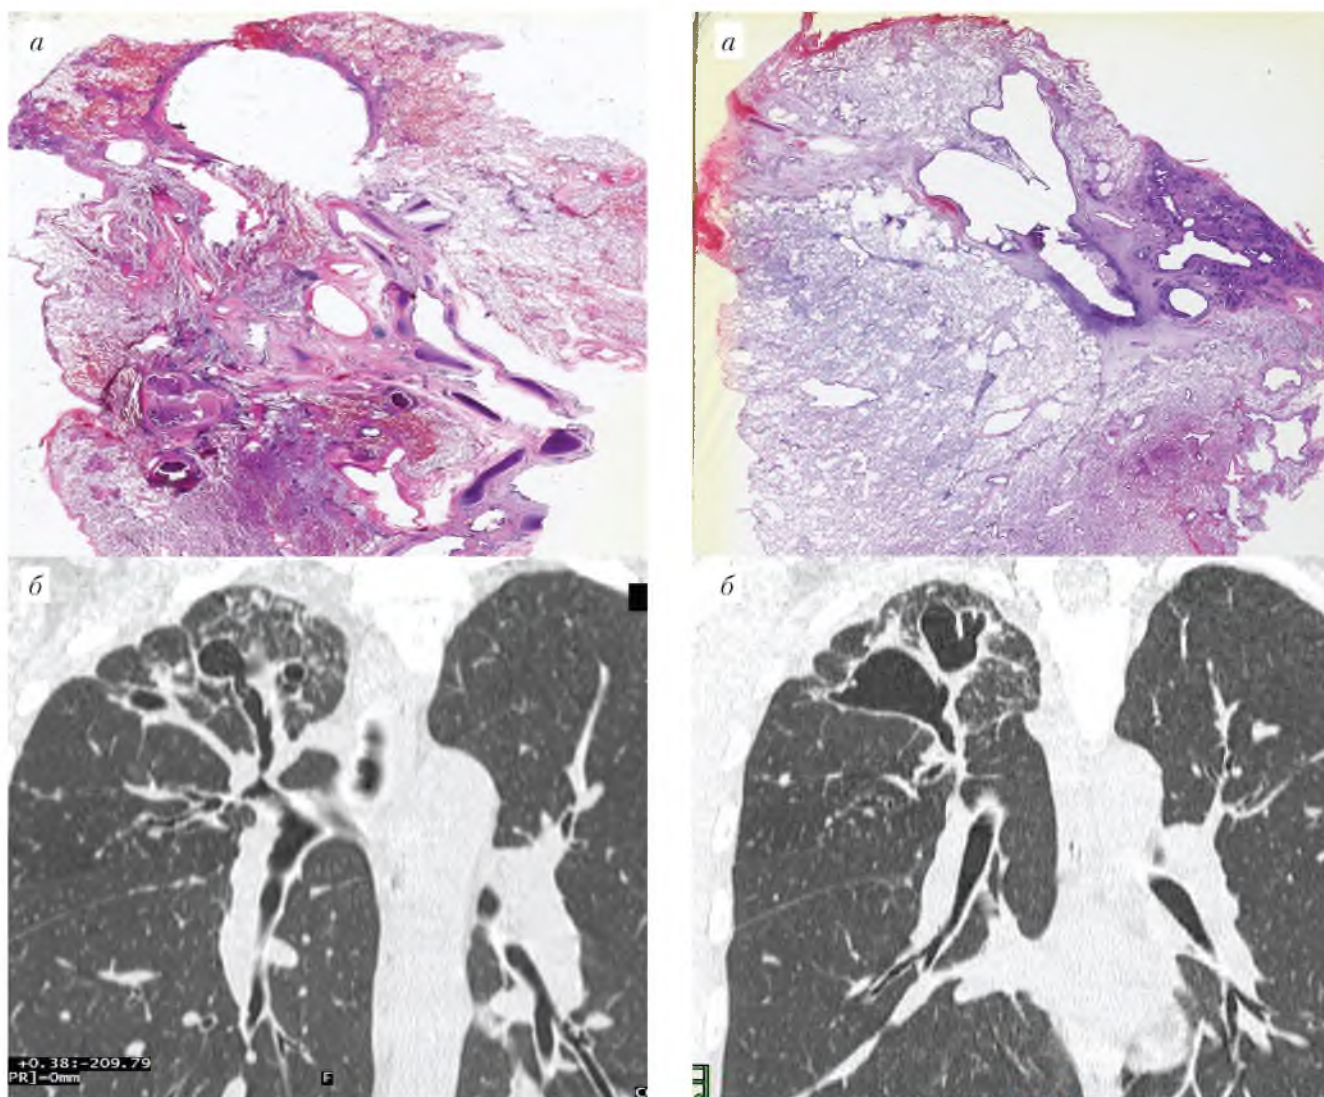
а, б. Бронхоэктатическая каверна из пораженного ТБ бронха: а – гистотопограмма, б – КТ – MPR.
